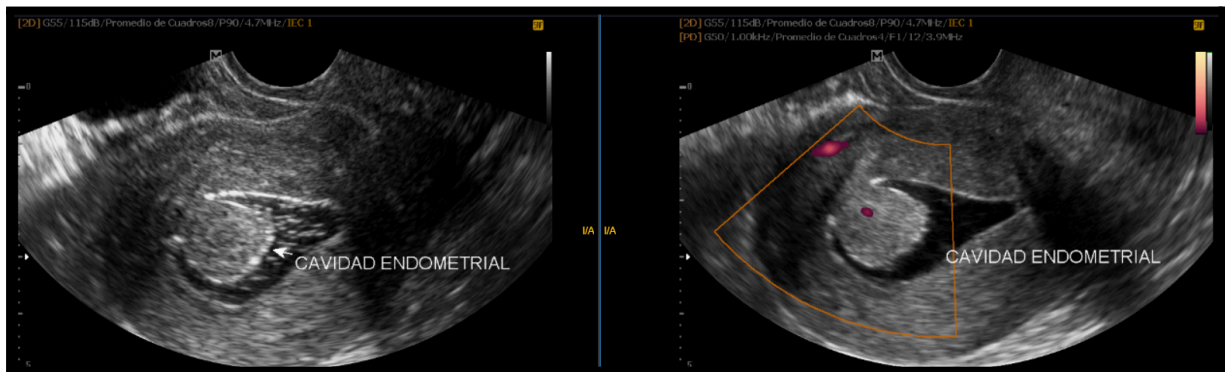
Paciente de 46 años sin antecedentes, presenta ecografía tv previa con imagen sugestiva de pólipo endometrial. En histerosonografía se informa imagen de crecimiento endoluminal, de morfología polipoidea, en proyección del fondo de la cavidad endometrial. La misma mide 13.6 mm x 12.7 mm y presenta un pedículo vascularizado al aplicar Doppler color. No contamos con histeroscopia posterior.
